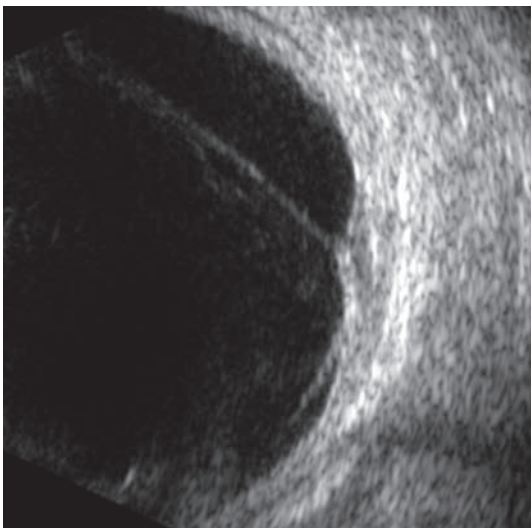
Coupe échographique d'une hyalite diffuse avec décollement du vitré partiel et traction vitréenne sur un épaissement pariétal localisé par présence d'un foyer de chorioretinite de toxoplasmose.
